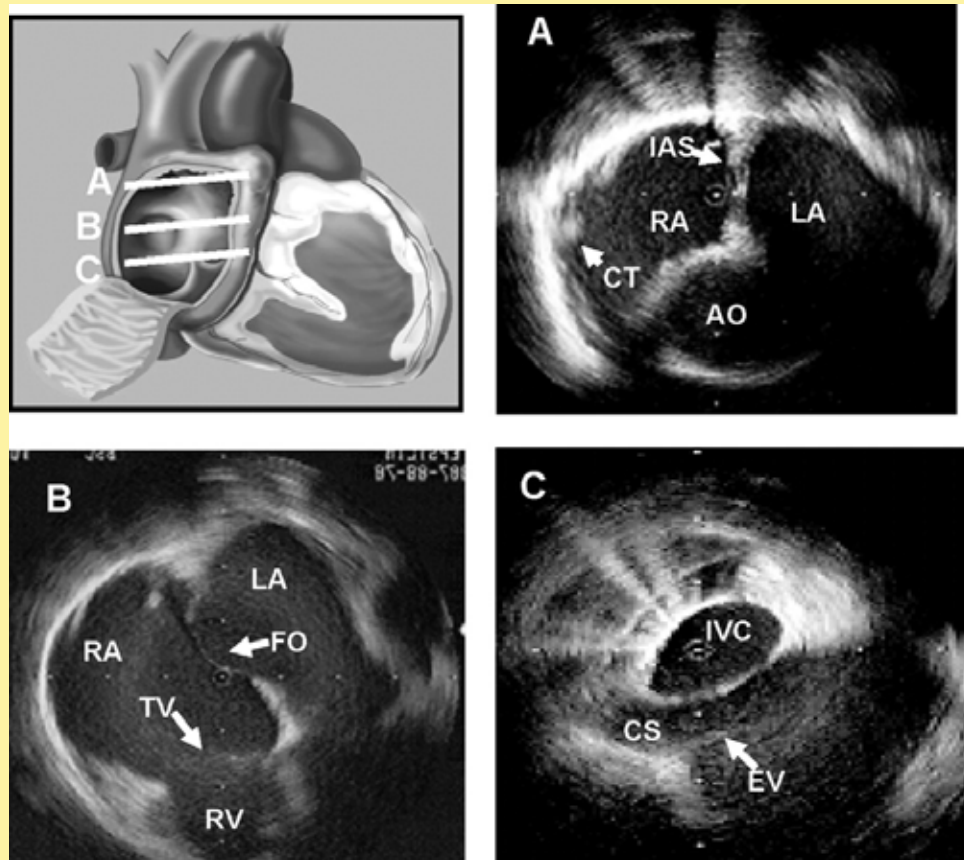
Ecografie intracardiacă (David J. Callans, MD, Mark A. Wood, MD. How to use intracardiac echocardiography for atrial fibrillation ablation procedures. Heart Rhythm, Vol 4, No 2, February 2007)
